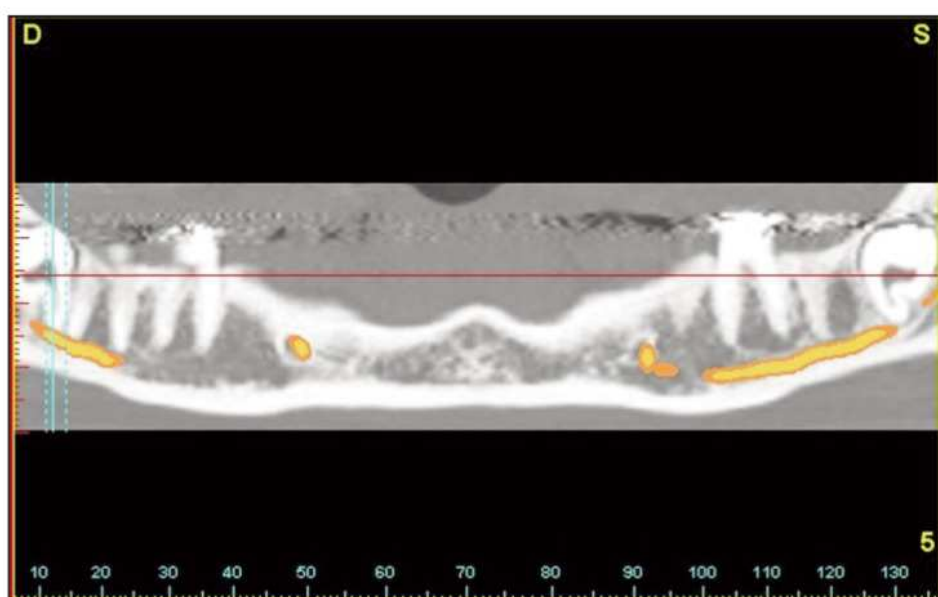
Reconstruction panoramique par tomographie (logiciel Simplant): on obtient le tracé du canal mandibulaire droit et gauche. (37)
